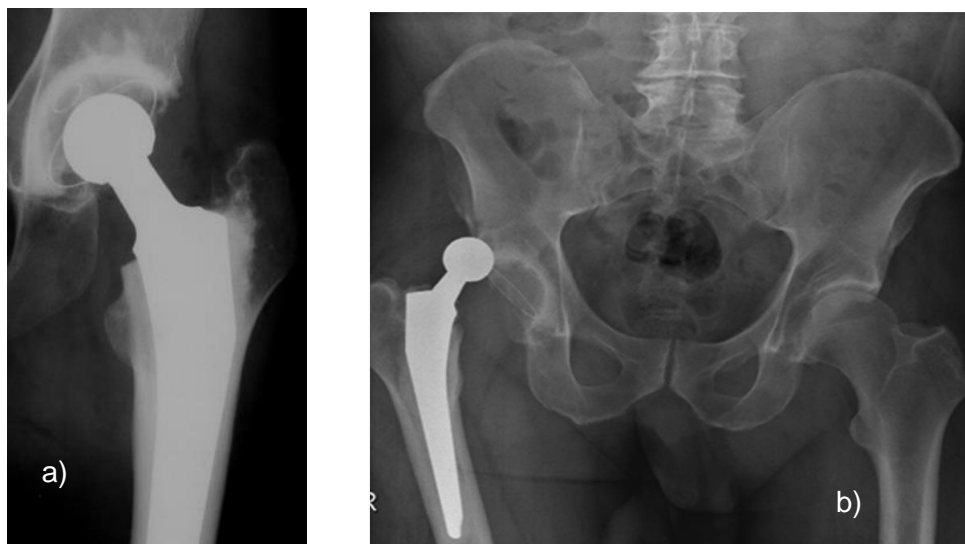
a) Prótese Total da Anca, *imagem gentilmente cedida pelo Prof. Fernando Judas*; b) Radiografia de uma luxação póstero-superior de PTA, *adaptado de Ferreira et al* [4].
